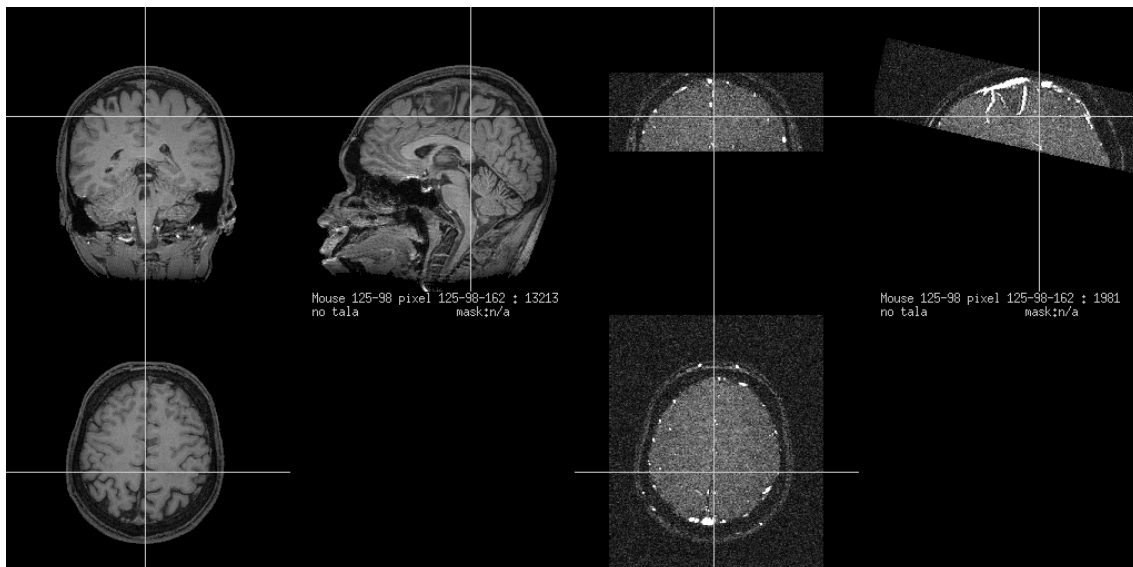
Coupes coronales, sagittales et axiales d'un couple d'images (IRM T_1 à gauche, ARM TOF à droite) tiré de la base 2.
